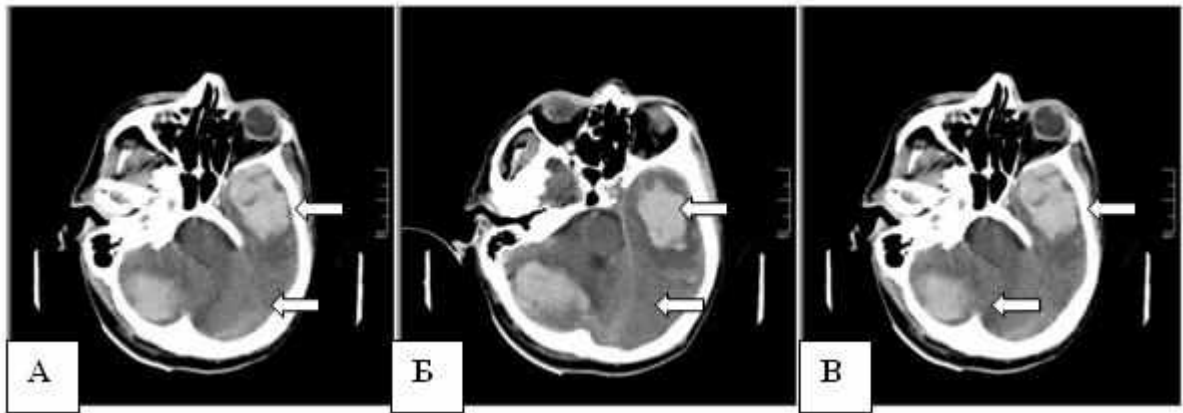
Спостереження №75. Хворий Г-к, 47 рік, історія хвороби №15943. КТ головного мозку (А, Б, В — аксіальні зрізи). Епідуральна гематома над правою півкулею мозочка (показано стрілкою). Внутрішньомозкова гематома зліва у скроневій ділянці (показано стрілкою).
